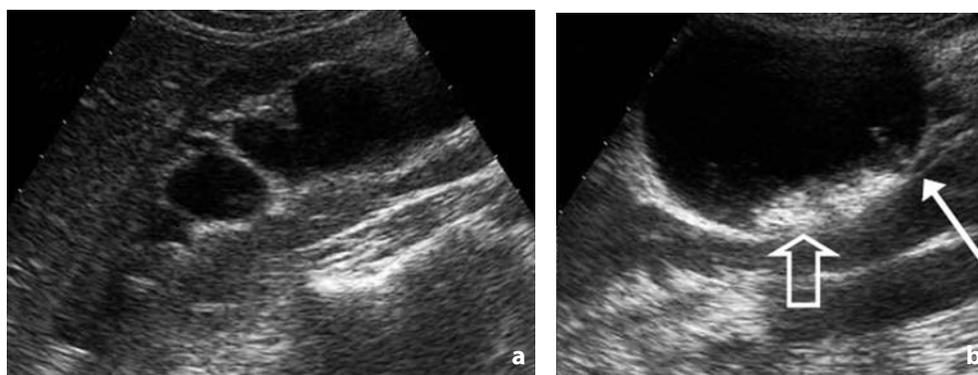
Ecografia. Sindrome del giunto con calcolosi (paziente con colica renale destra). All'esame ecografico: a dilatazione dei calici e, in particolare, b del bacinetto con uretere di calibro regolare in sede sottogiuntale (freccia): sindrome del giunto complicata da calcolosi multipla (freccia vuota)
